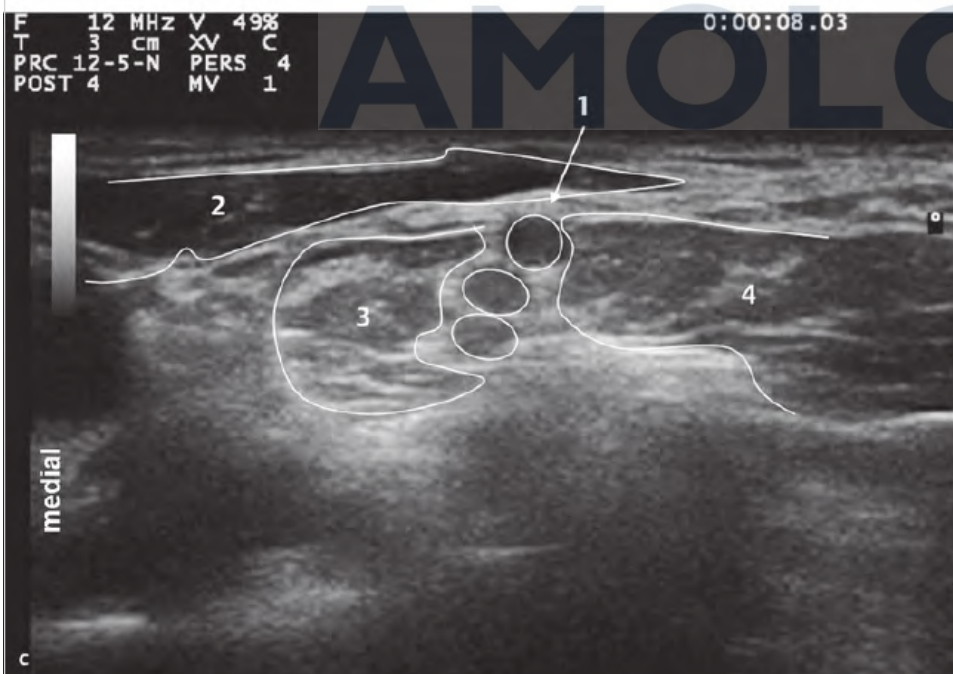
a-c Raíces nerviosas de C5, C6, C7 como región objetivo para el bloqueo interescalénico con ultrasonido (visualización en el eje corto).
